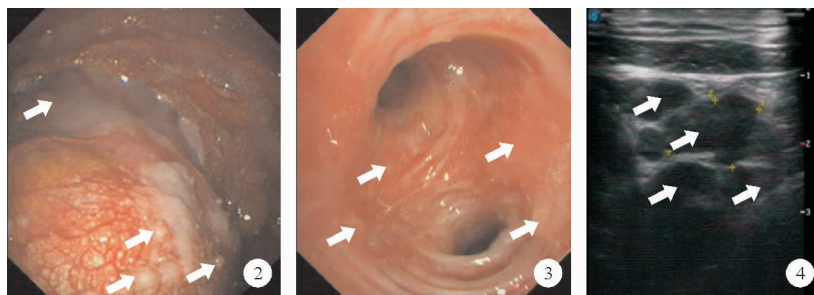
患者内科胸腔镜检查结果:壁层、脏层及膈胸膜上多发分布、大小不等的结节样新生物(如箭头所示) 图3 患者电子支气管镜检查结果:气管-左/右支气管内多发结节样新生物改变(如箭头所示) 图4 患者颈部超声检查结果:左侧锁骨上淋巴结明显增大(如箭头所示)
